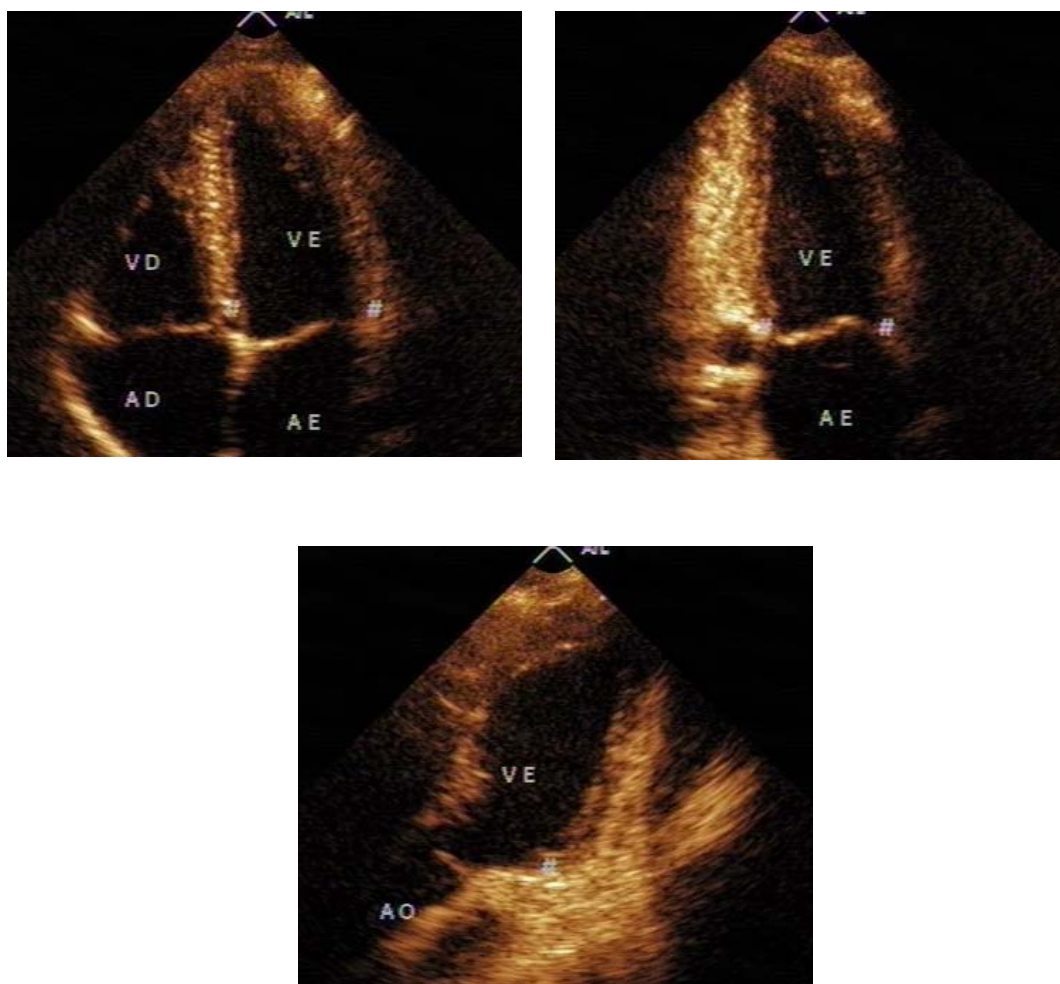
Posicionamento da amostra do Doppler Tecidual ao nível do anel mitral nos cortes apicais 4 câmaras, 2 câmaras e longitudinal do ventrículo esquerdo.
